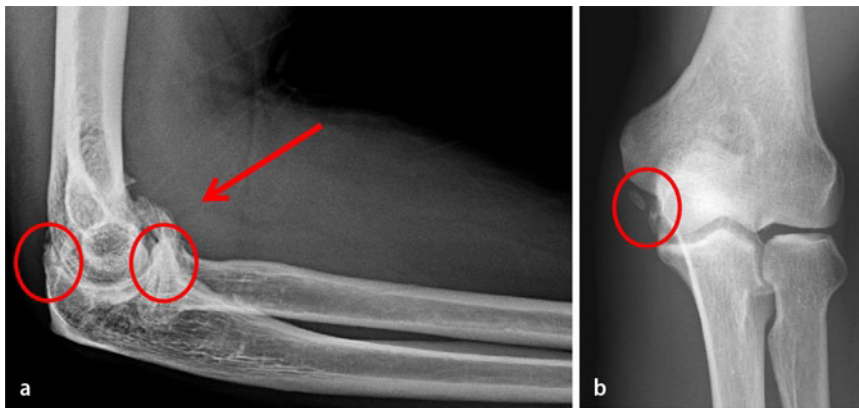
▲ a, b) Vista general sobre el diagnóstico radiológico preoperatorio. En la radiografía estándar de la articulación del codo se observan cambios óseos, incongruencia articular, presencia de osteofitos y cuerpos libres articulares.
